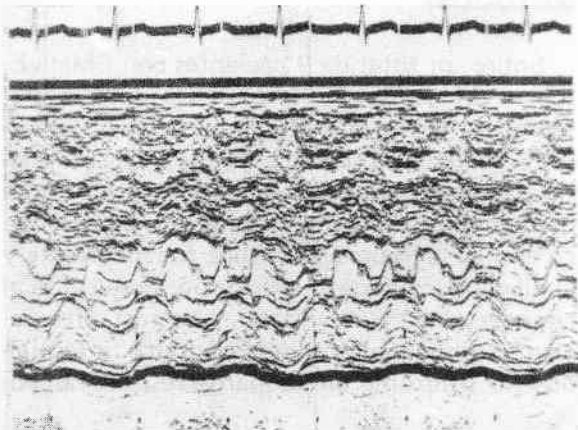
Ecocardiograma del mismo paciente. Puede apreciarse el semicierre tardío de la válvula aórtica.
